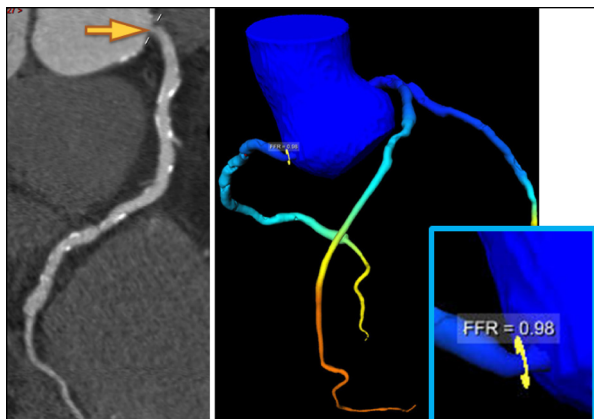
FFR-CT (normal) de obstrução moderada em óstio da artéria coronária direita (seta amarela).
